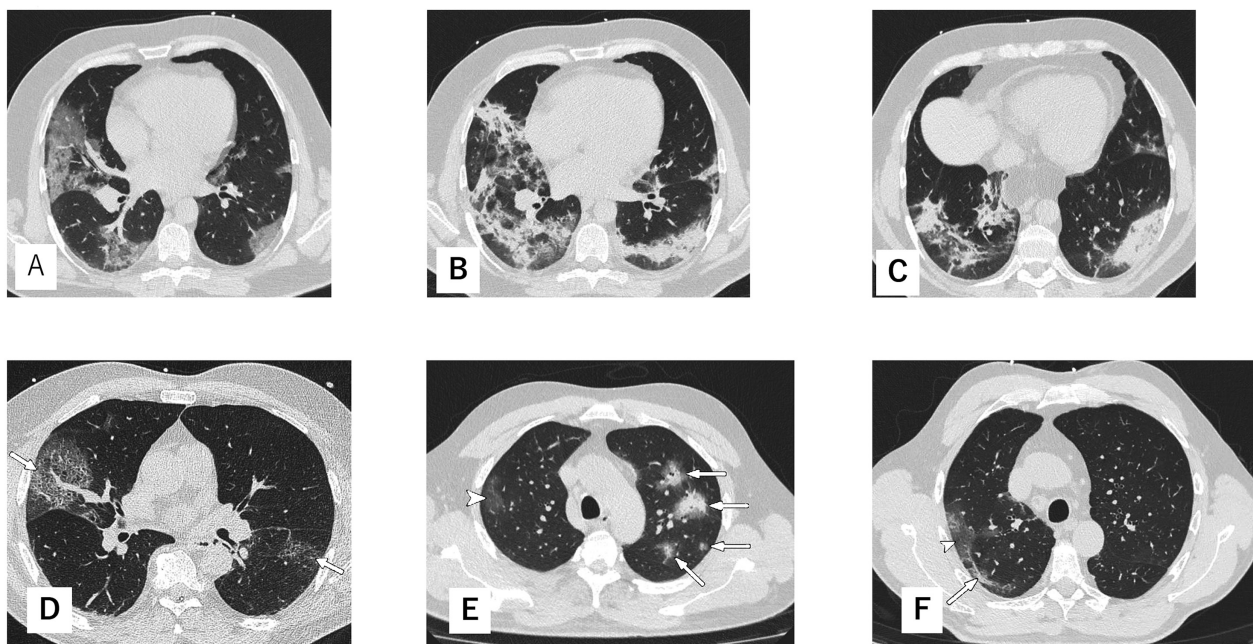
COVID-19のCT画像所見。図1A. 両側肺に肺葉不一致性のすりガラス陰影を認める。図1B. Aと同一の症例の10日後のCT。図1C. さらに病勢が進行し、浸潤影に移行している。図1D. 右肺にCrazy-pavingパターン(メロンの皮様の陰影)を認める。図1E. 左上葉にHalo sign(矢印)を認める。図1F. 肺底部、胸膜に近い部分にLinear opacityを認める(矢印)。北米放射線学会ホームページより引用、著者が改訂
